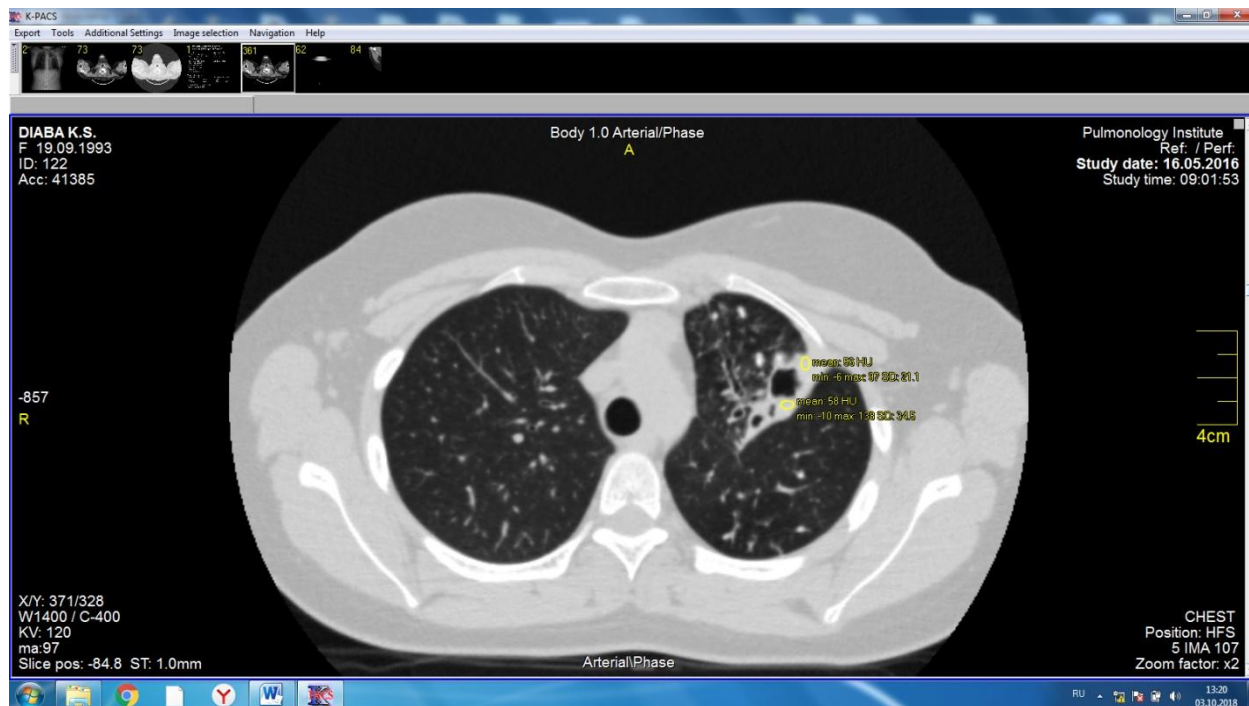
Аксіальні зрізи КТ хворої Д. через рік після завершення лікування.
